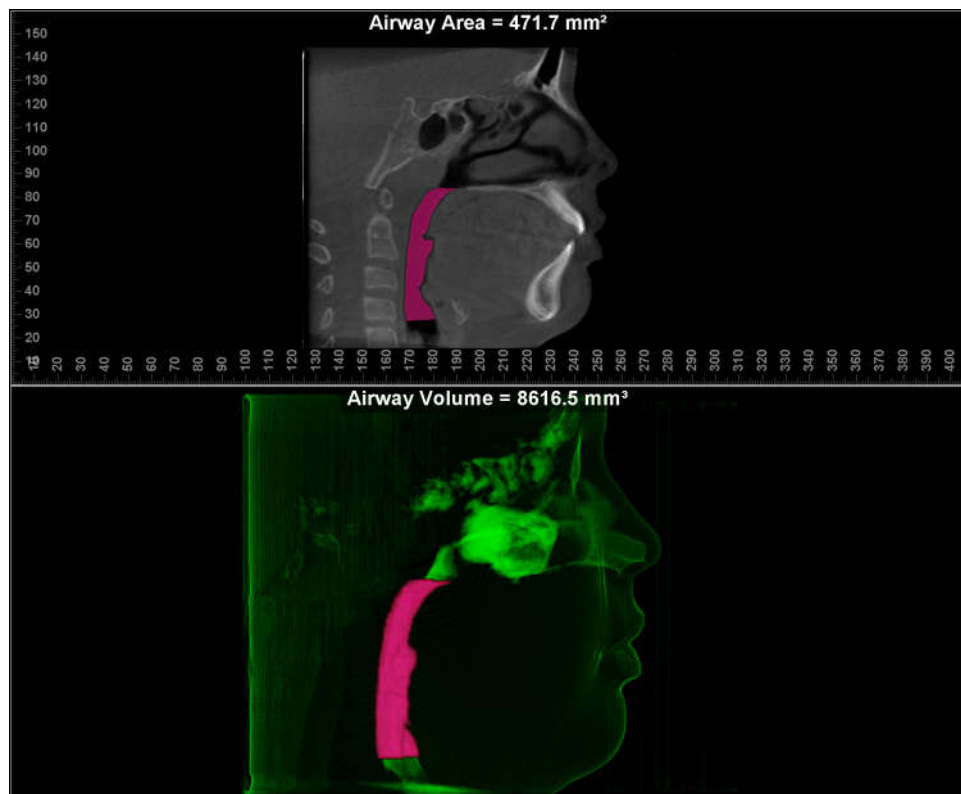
Tomografia Lateral destacando o Volume e Área da Região Orofaringea
